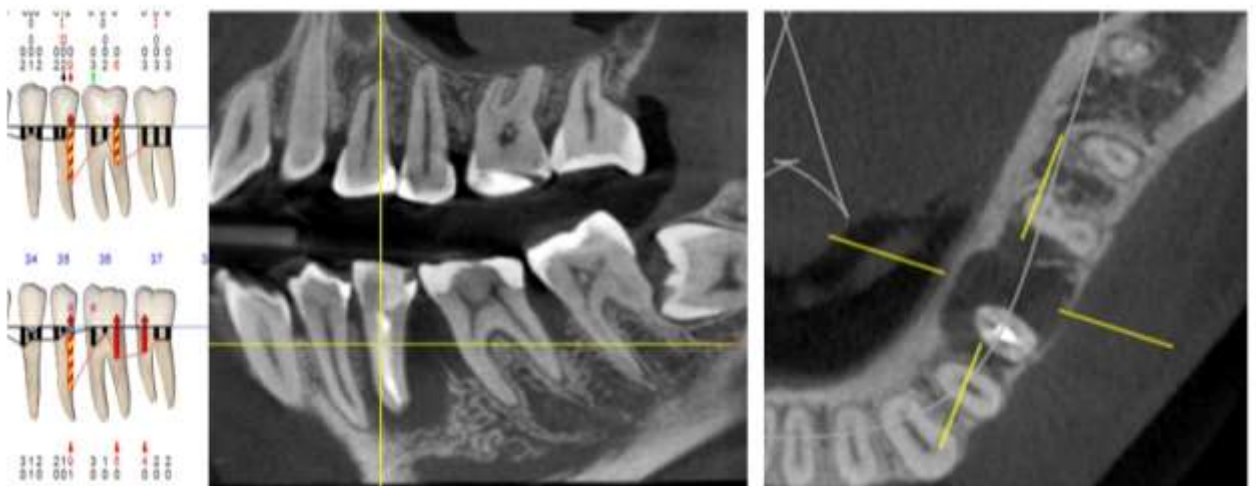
Конусно-лучевая компьютерная томография. Эндопародонтальное поражение в области 3.5.
